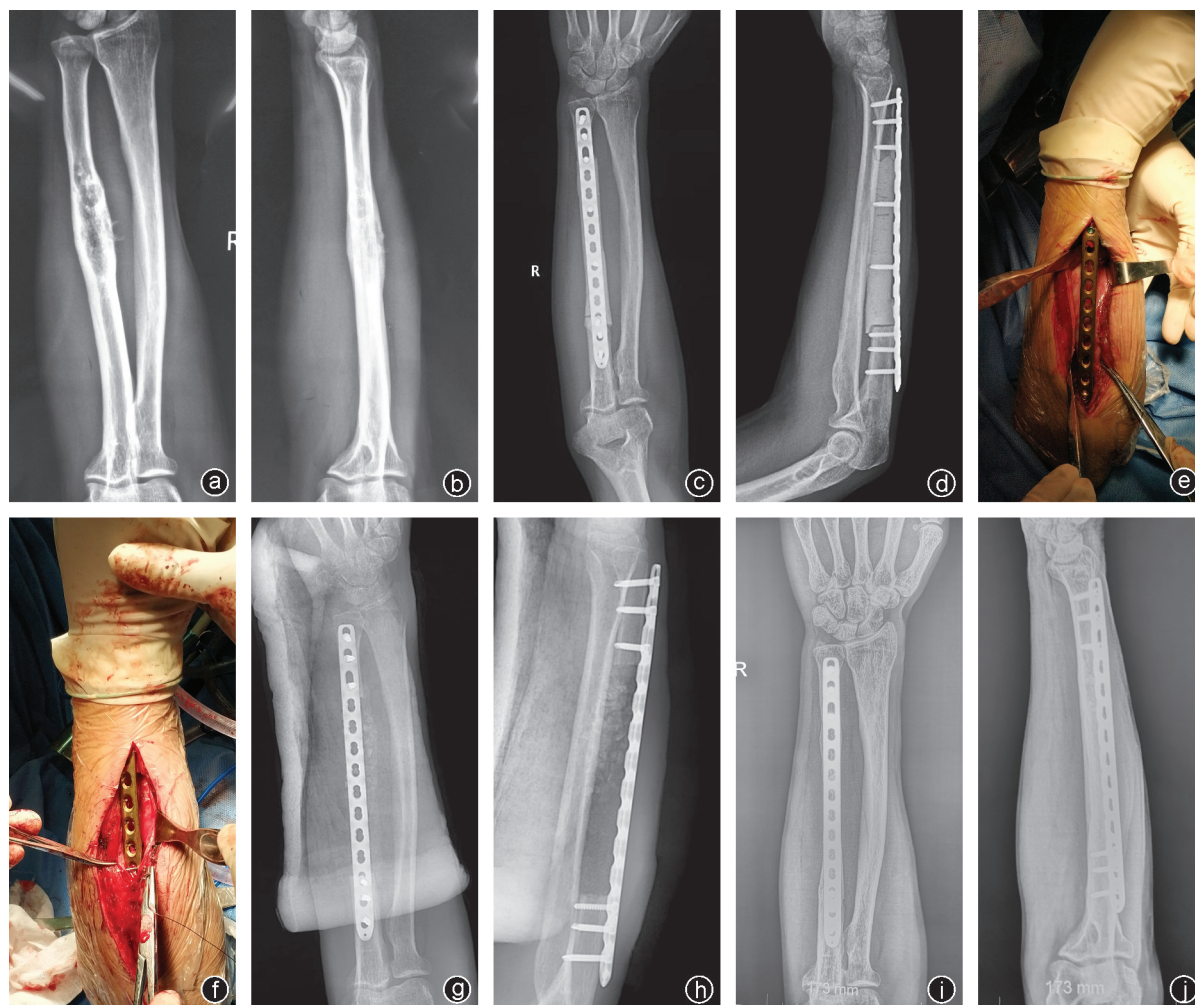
病例5,男,57岁,尺骨中段软骨肉瘤 a,b:术前正侧位X线片示尺骨中段膨胀性生长病变;c,d:肿瘤切除后骨水泥占位,钢板内固定;e、f:第二阶段手术时取出骨水泥占位器,占位器四周形成光滑完整的诱导膜及术后严密缝合诱导膜;g、h:术后复查正侧位X线片显示植骨充分紧密,形态完好;i、j:术后2年复查X线片,骨愈合良好,恢复尺骨形态,肿瘤无复发
